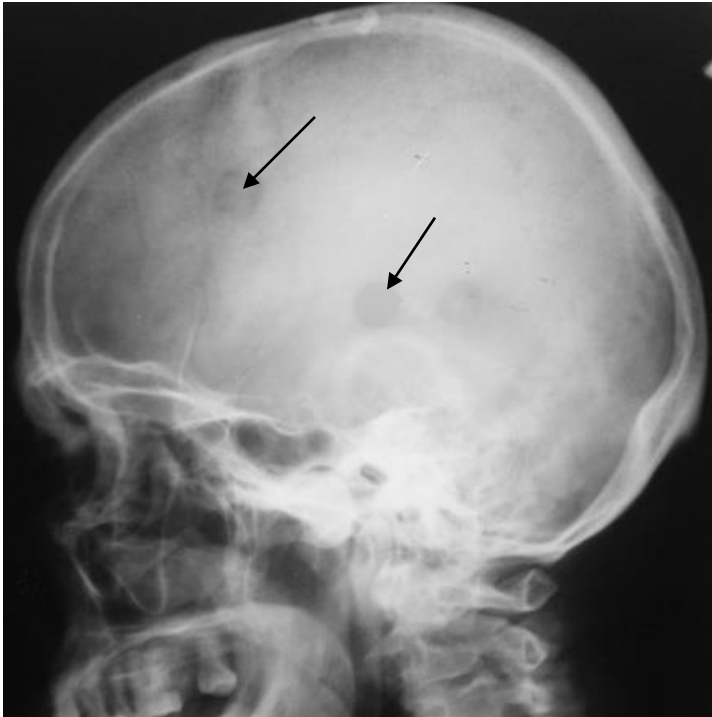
Обзорная рентгенограмма черепа в боковой проекции. Определяются участки деструкции округлой формы с четкими контурами в костях свода черепа (стрелки). Миеломная болезнь (злокачественное заболевание кроветворной системы)
